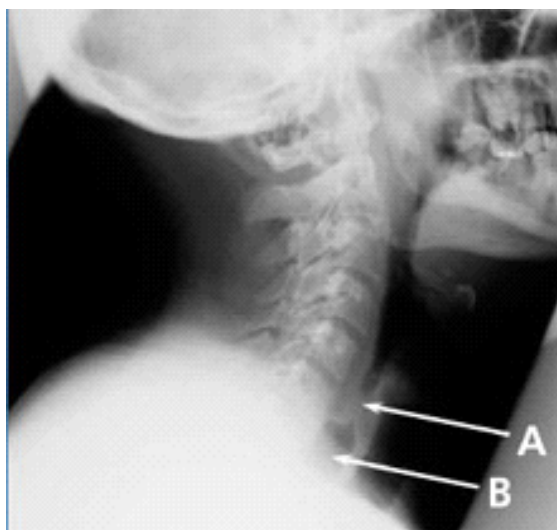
Боковая рентгенограмма шеи пациента с орофарингеальной дисфагией [по S.J. Spechler, 2002]. Диагностировано инородное тело на уровне крикофаринкса. На боковой рентгенограмме мягких тканей шеи выявлено наличие мягкотканого образования в крикофаринксе, представленное пищевым болюсом (A), и наличие воздуха в нижних отделах пищевода ниже пищевого болюса (B).
